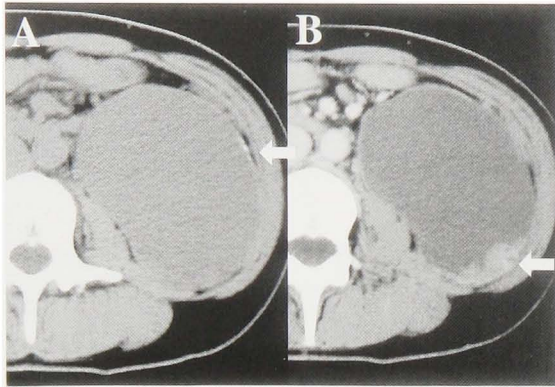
Abdominal computed tomography (CT) findings. A: Plain CT scan demonstrated retroperitoneal cystic lesion with calcification. B: A part of cyst wall was thick and irregular, which was enhanced by contrast medium.
